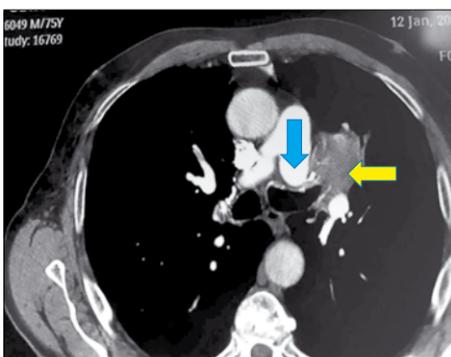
КТ ОГП пациента П. Белая стрелка указывает на опухоль верхней доли левого легкого, обтурирующую верхнедолевого бронха, черная – на контрастированную левую легочную артерию
